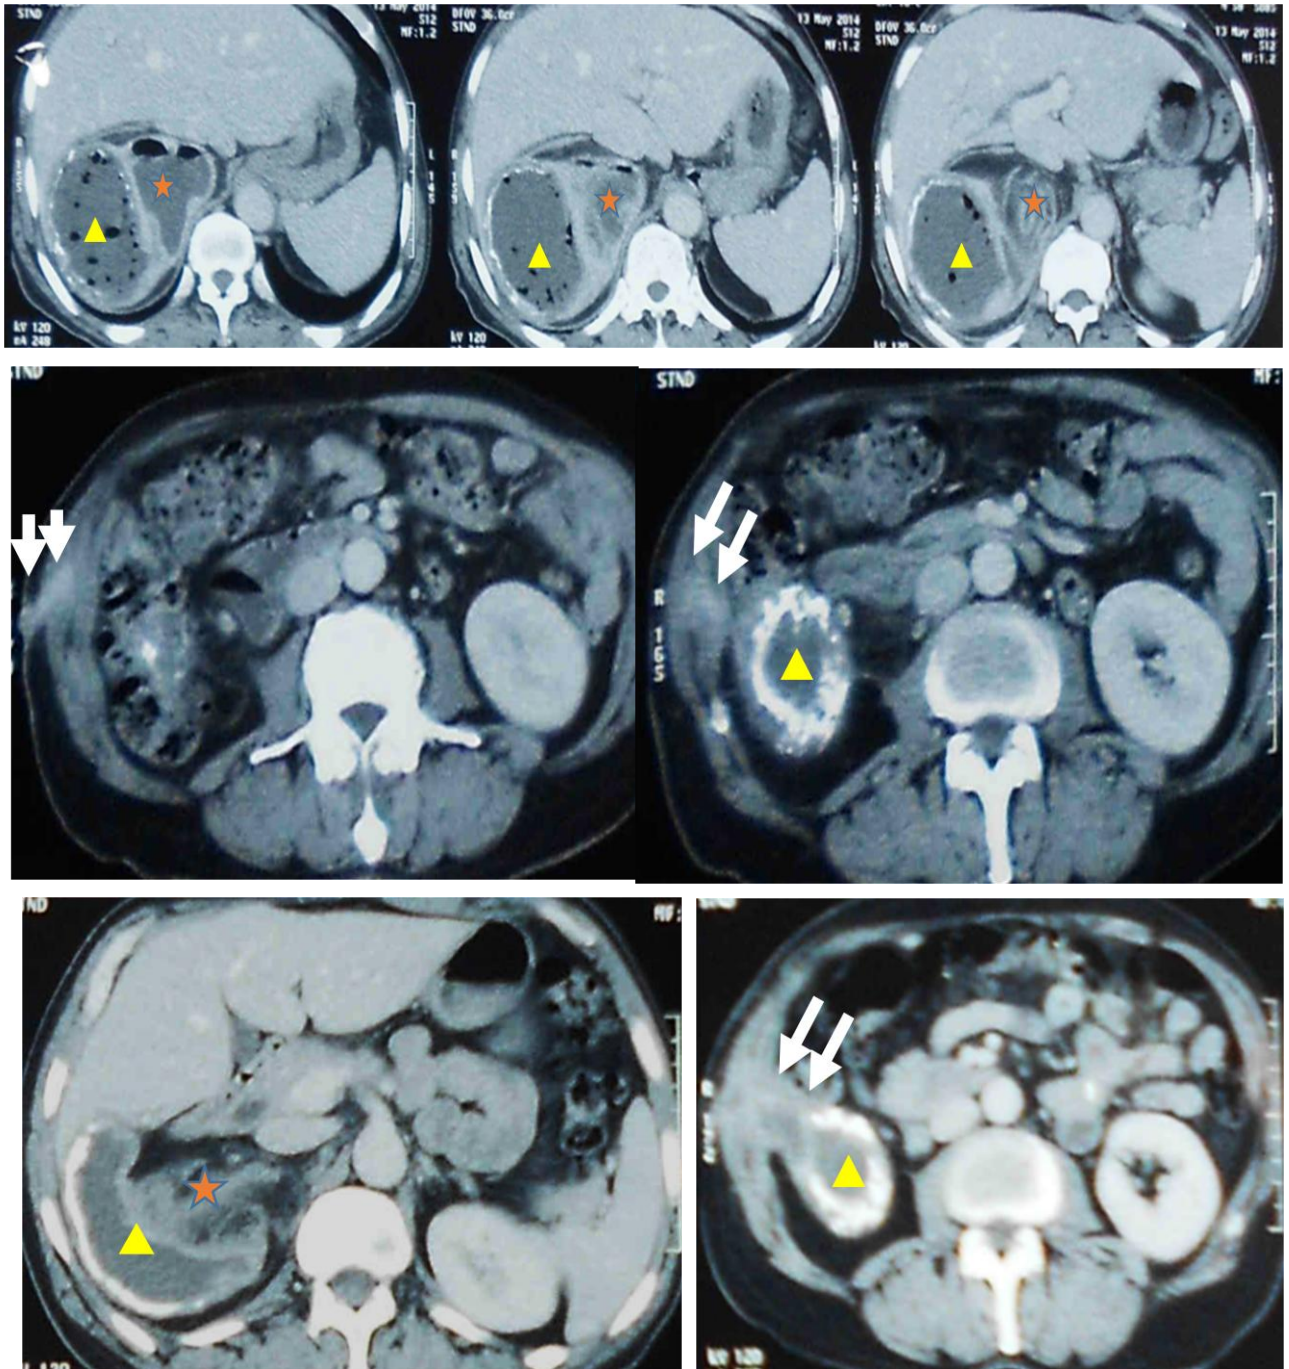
TDM abdominale en coupes axiales , objectivant un rein droit complètement détruit (étoile) compliqué d'un abcès (triangle jaune) fistulisé à la peau (flèches blanches) : pyo néphrose droite.
